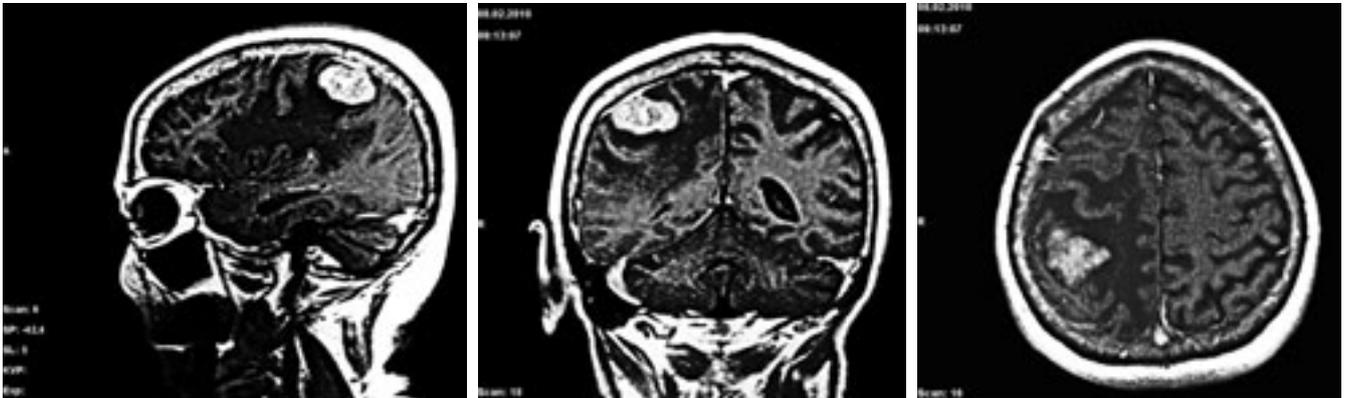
МРТ-исследование ГМ от 08.02.2010
